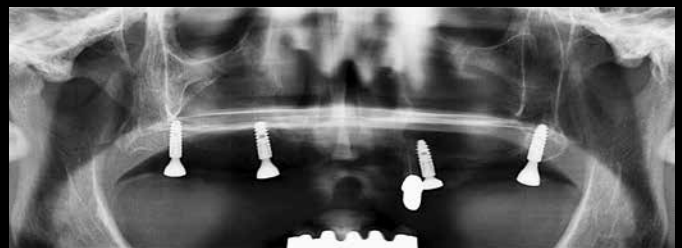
Das Kontrollröntgenbild der vier Implantate mit Verschlusskappen während der Einheilzeit
